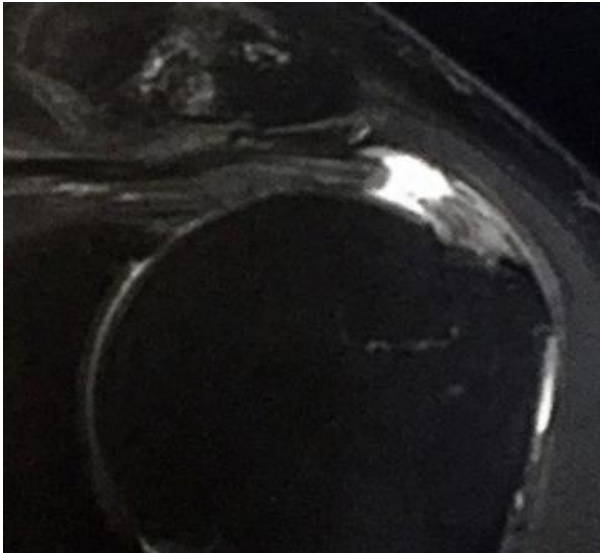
MRI mit gerissener Supraspinatussehne
